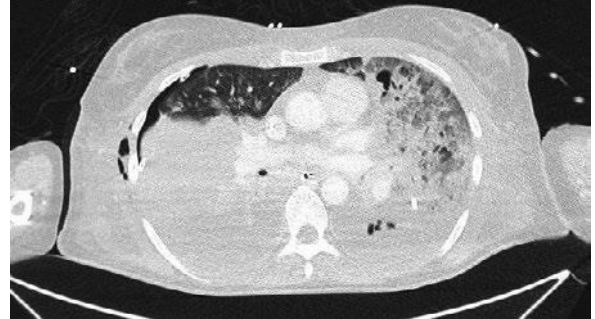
tomografía axial computarizada con ventana de pulmón en la que se observa extensa consolidación que afecta a ambos hemitórax, con hallazgos compatibles con neumonía necrotizante, junto con derrame pleural bilateral y neumotórax derecho con tubo de drenaje en su interior.
